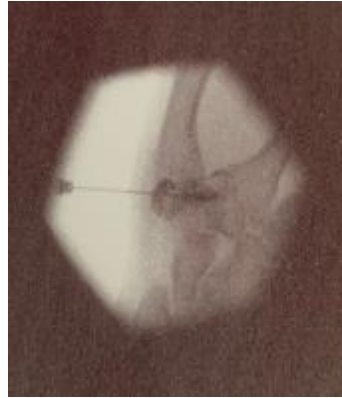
Röntgenkontrollbild
